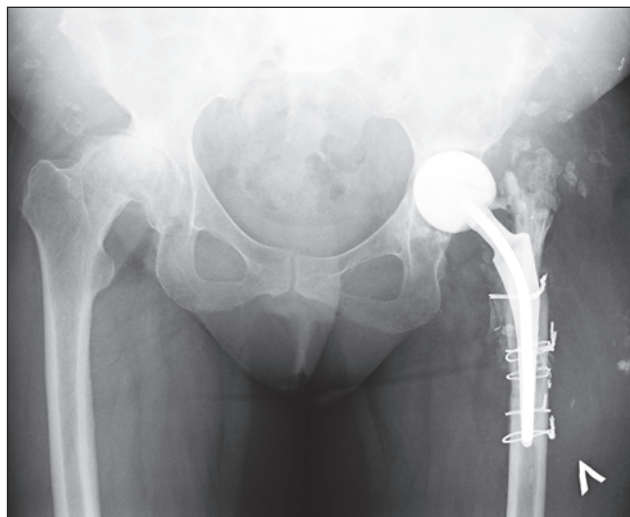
Рентгенограма обох КС хворої К. після видалення ендопротеза та постановки артикулюючого цементно-антибіотикового спейсера лівого КС та фіксації проксимального відділу лівої стегнової кістки серкляжами. Дефект дна вертлюжної западини 2A за Paprosky та за класифікацією AAOS тип 2
